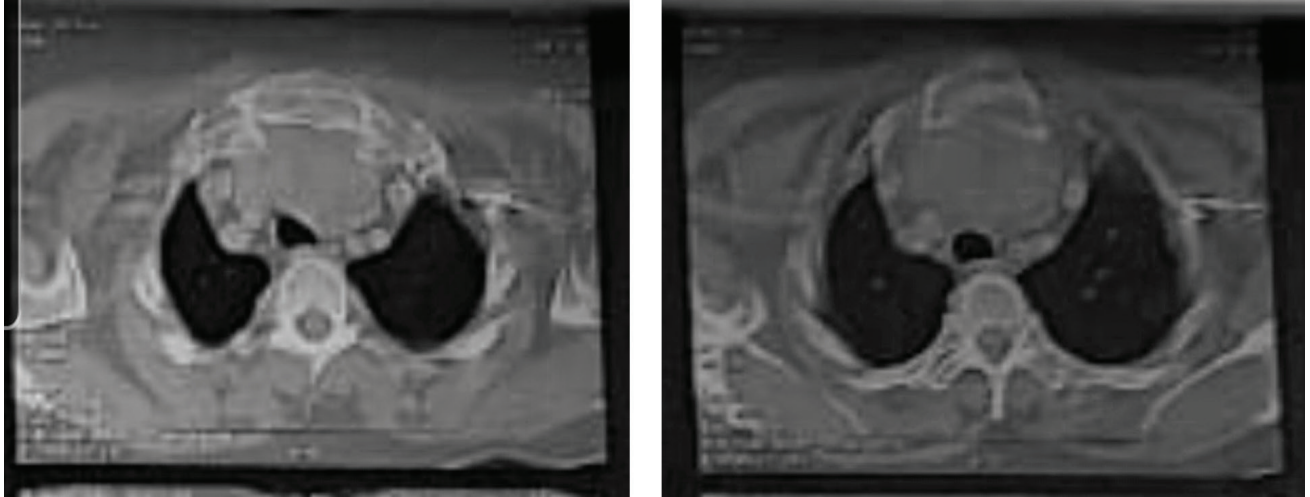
Corte axial de la tomografía torácica.
